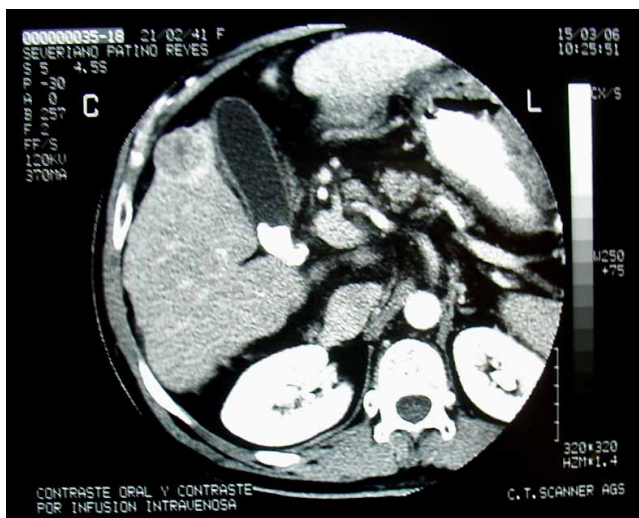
Tomografía abdominal en la que se observa un carcinoma hepatocelular paravesicular, sobre cirrosis hepática.
